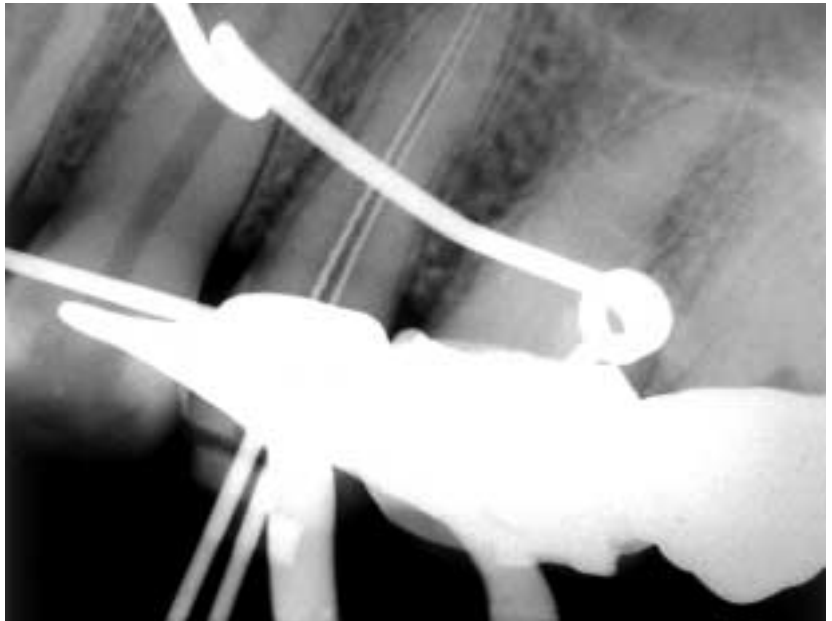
Zur besseren Unterscheidung im Röntgenbild kann in einen Kanal eine H- und in den anderen eine K-Feile eingeschoben werden.
